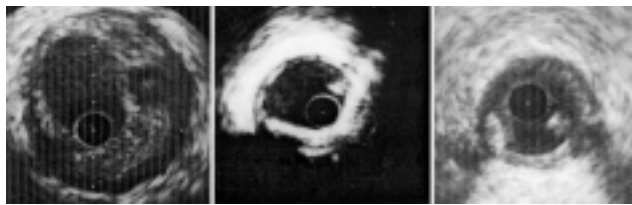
Vues échographiques endocoronaires in vivo. A gauche : plage hypo-échogène caractéristique d'une plaque fortement cellulaire (lipides, cellules spumeuses, cellules inflammatoires, cellules sanguines). Au milieu, zone hyperéchogène avec cône d'ombre par atténuation des ultrasons induite par une fibrose dense dite hyaline car dure comme de la porcelaine, cette fibrose est acellulaire; cet aspect est trompeur en évoquant à première vue et à tort une calcification. A droite, masse circonscrite hyperéchogène profonde évoquant une masse calcifiée.
